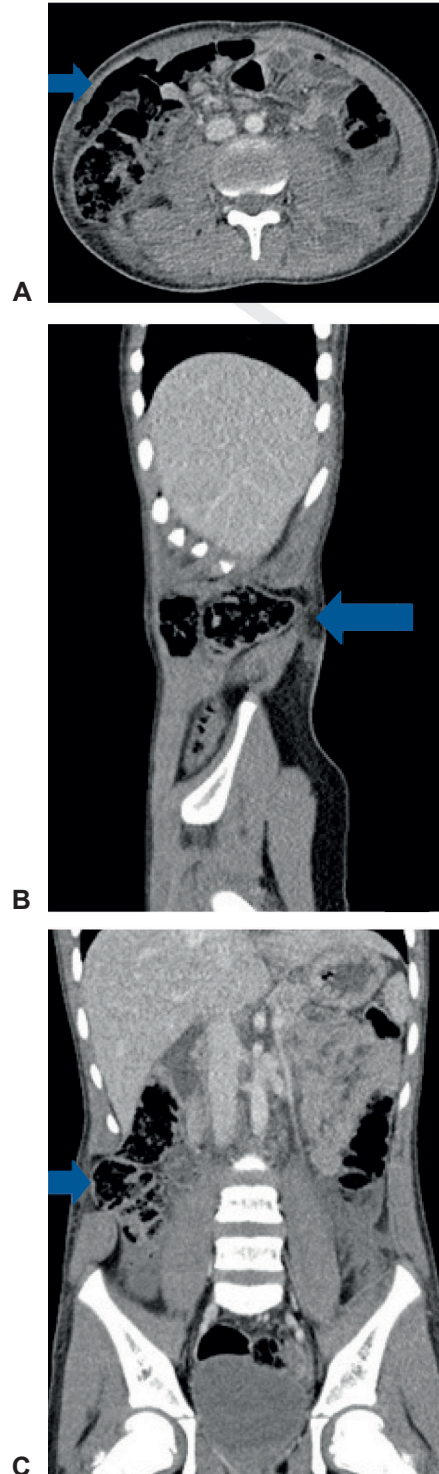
Tomografía de abdominal que muestra las hernias traumáticas de la pared abdominal. A, corte axial, B, sagital y C, coronal. Las flechas indican la localización de la hernia traumática. Fuente: servicio de radiología del hospital Pablo Tobón Uribe, Medellín, Colombia.
